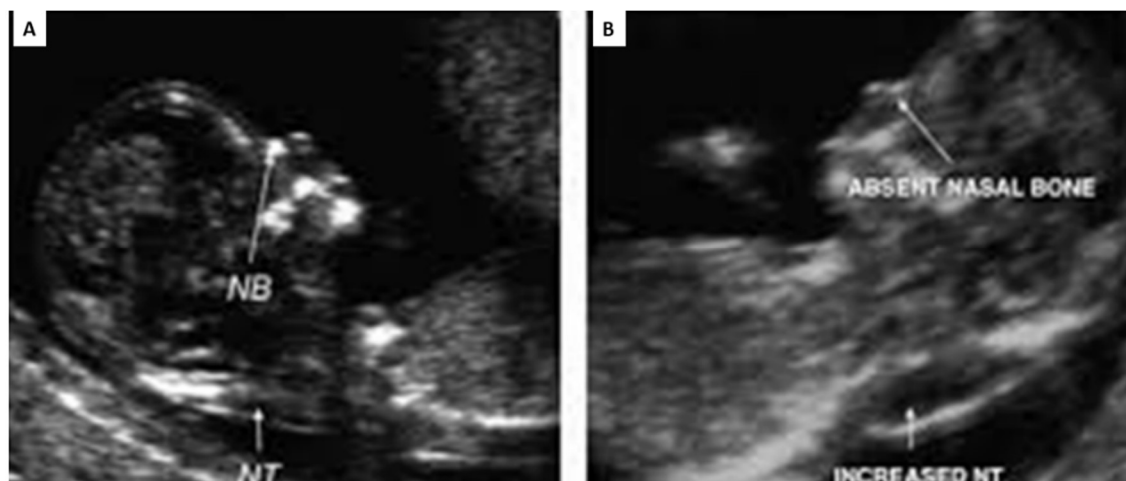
Imagens de ultrassonografia fetal em corte sagital de um feto normal (A) e um feto diagnosticado com Síndrome de Down (B), comparando a translucência da nuca e a ausência do osso nasal.
